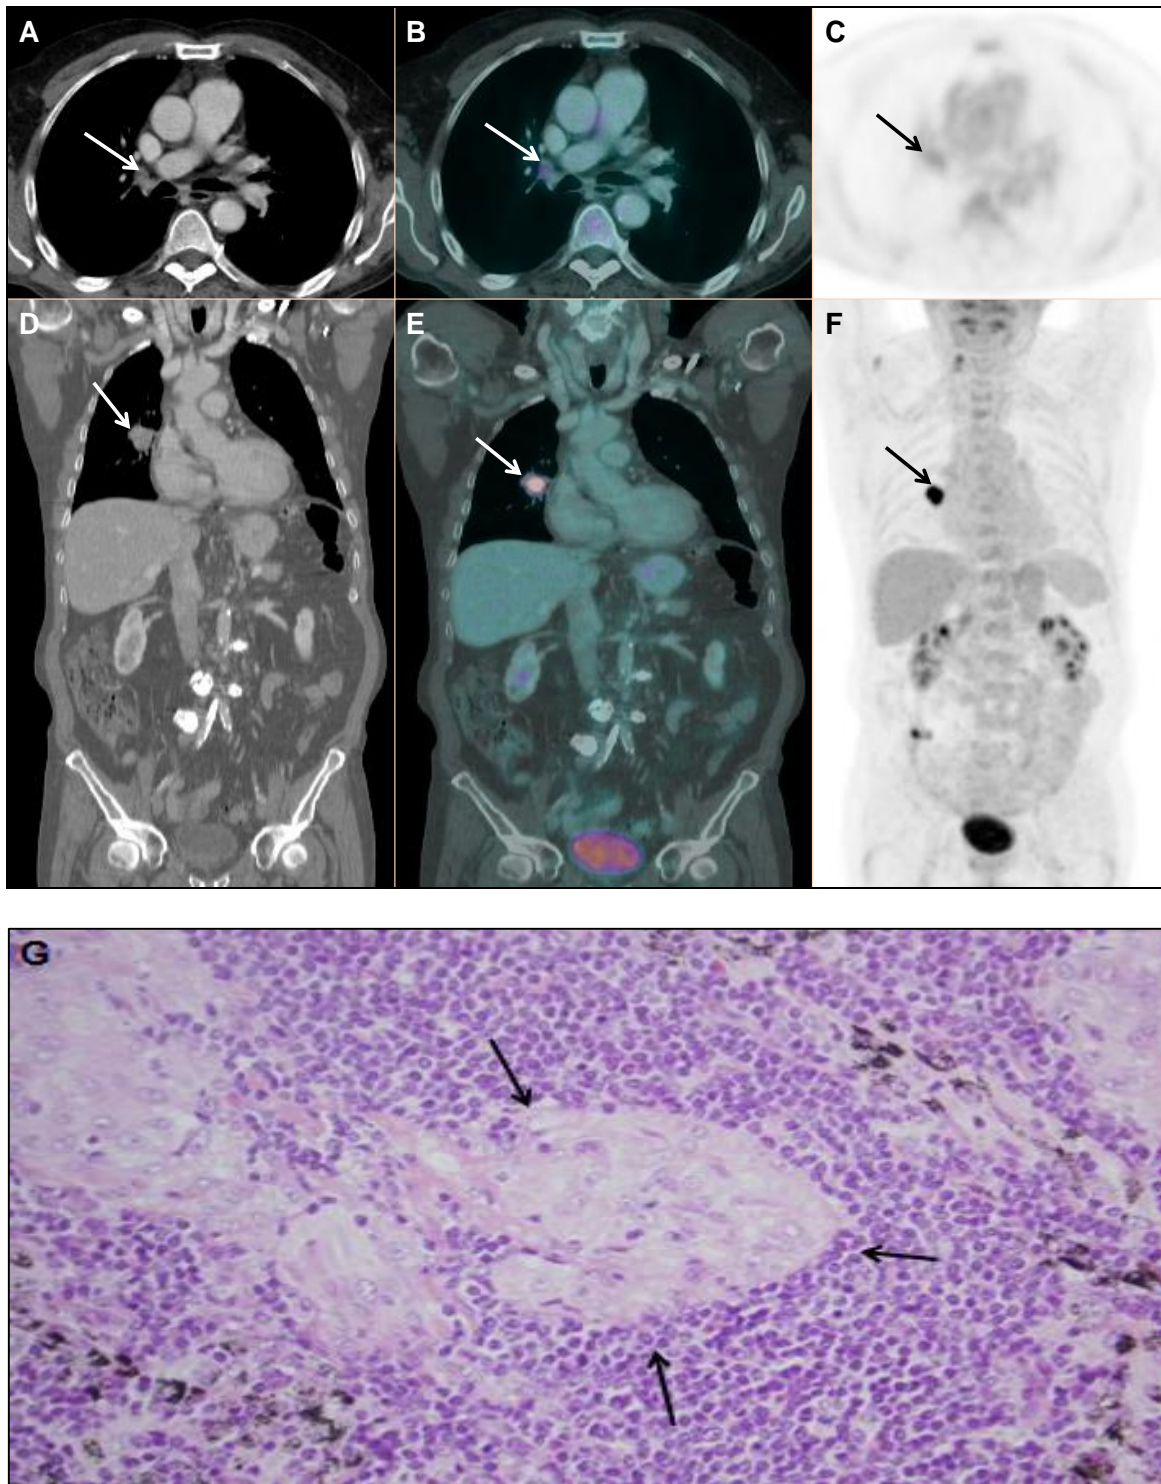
Varón de 78 años con un adenocarcinoma moderadamente diferenciado de pulmón (caso 12 de la Tabla 12, falso positivo). Estudio de PET-TAC de estadificación: imágenes A, B y C en axial del ganglio hiliar derecho menor de 1 cm, con captación en el estudio de PET (SUVmáx de 3,5) y en la fusión PET-TAC (flechas); imágenes D, E y F, en el plano coronal del tumor primario central, que presenta captación de FDG (SUVmáx 17). En la anatomía patológica del ganglio con tinción de HE 40X (imagen G), no se encontró afectación metastásica, pero se visualizaron varios granulomas sarcoideos con histiocitos epitelioides entremezclados con linfocitos (flechas). No se observó necrosis.
